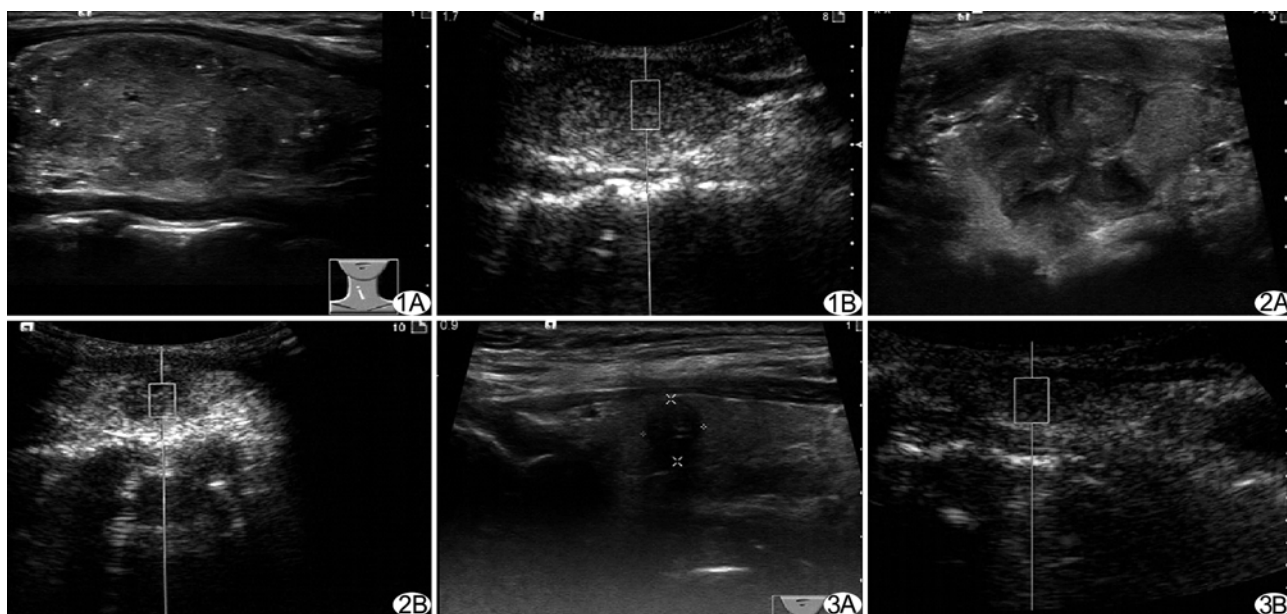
直径 > 2.0 cm 的甲状腺癌声像图 A. 常规超声表现; B. 声触诊剪切波速度 3.52 m/s 图 2 $1.0 \text{ cm} < \text{直径} \leq 2.0 \text{ cm}$ 的甲状腺癌声像图 A. 常规超声表现; B. 声触诊剪切波速度 4.21 m/s 图 3 直径 $\leq 1.0 \text{ cm}$ 的甲状腺癌声像图 A. 常规超声表现; B. 声触诊剪切波速度 3.49 m/s
